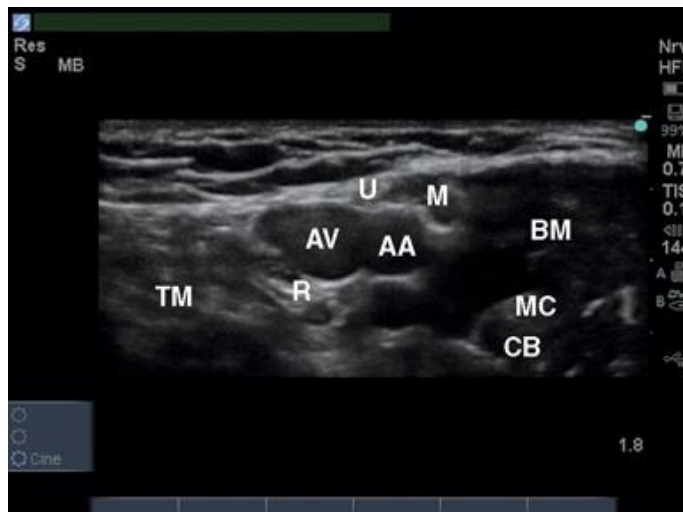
Ultrasonido del bloqueo del plexo braquial axilar. AA, la arteria axilar; AV, vena axilar; T, nervio cubital; M, nervio mediano; MC, nervio musculocutáneo; R, nervio radial; CB, coracobraquial muscular; TM, músculo tríceps; BM, músculo bíceps.¹⁰
